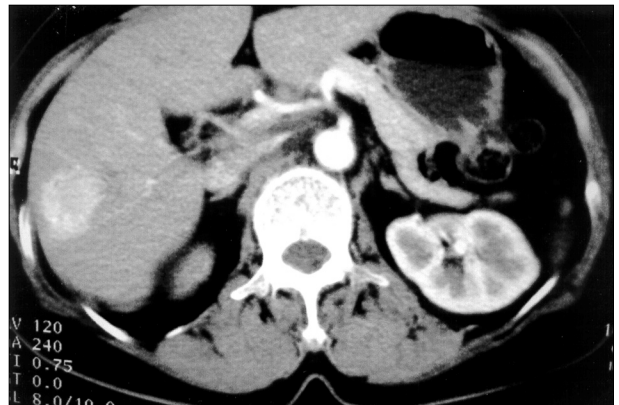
Computed tomography showing a high-density area involving the posterior segment of the right lobe of the liver.
